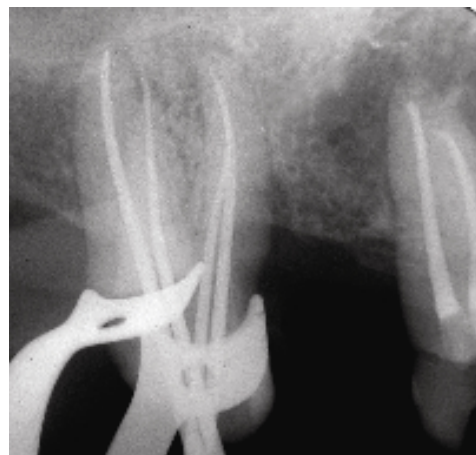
Radiografia de prova dos cones.
